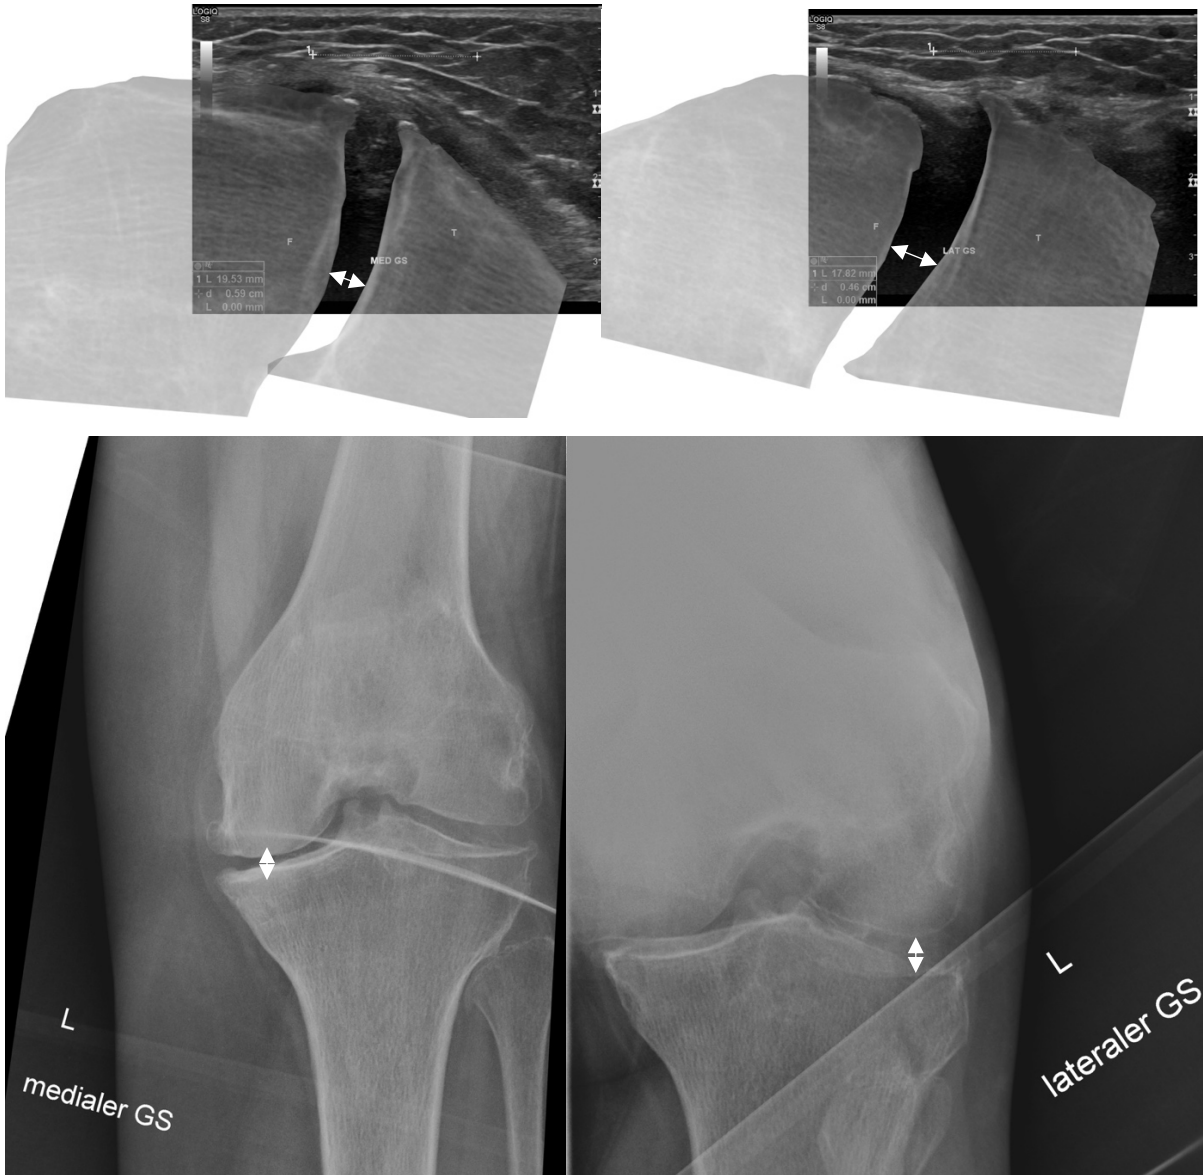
Patient B oben: Matching-Bild des medialen (links) bzw. lateralen (rechts) GS, unten: Valgus- und Varusstressröntgenbild für den medialen (links) und lateralen (rechts) GS. Die weißen Pfeile markieren jeweils die GS-Messung.
